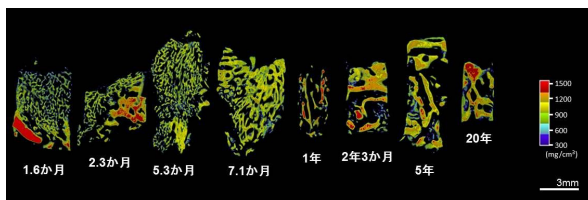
歯槽骨試料のマイクロ CT 二次元画像の骨塩量カラー表示画像
